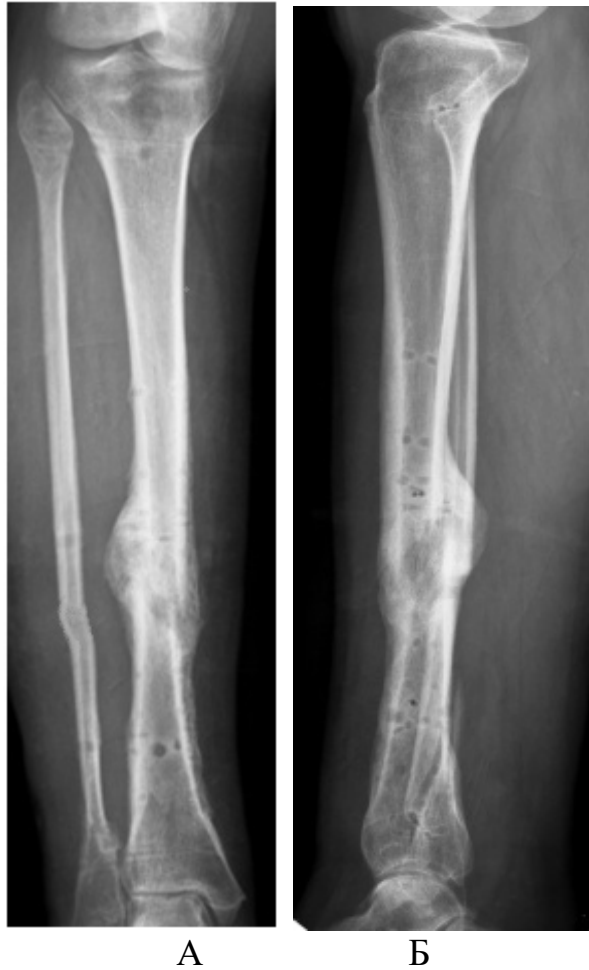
Пациентка О., 48 лет. Рентгенограмма костей голени через 9 месяцев после операции. Отломки костей голени сращены
